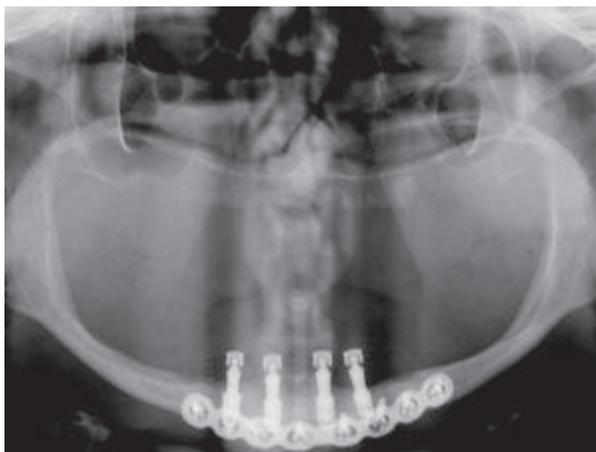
Radiografia panorâmica de controle após 2 anos de função mastigatória.
